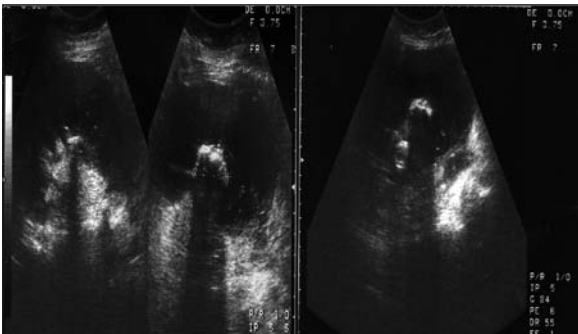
Ecografía, muestra aumento del tamaño renal, mala diferenciación parenquimatosa, hidronefrosis grave con detritos internos (¿pionefrosis?) y múltiples evidencias de litiasis.
